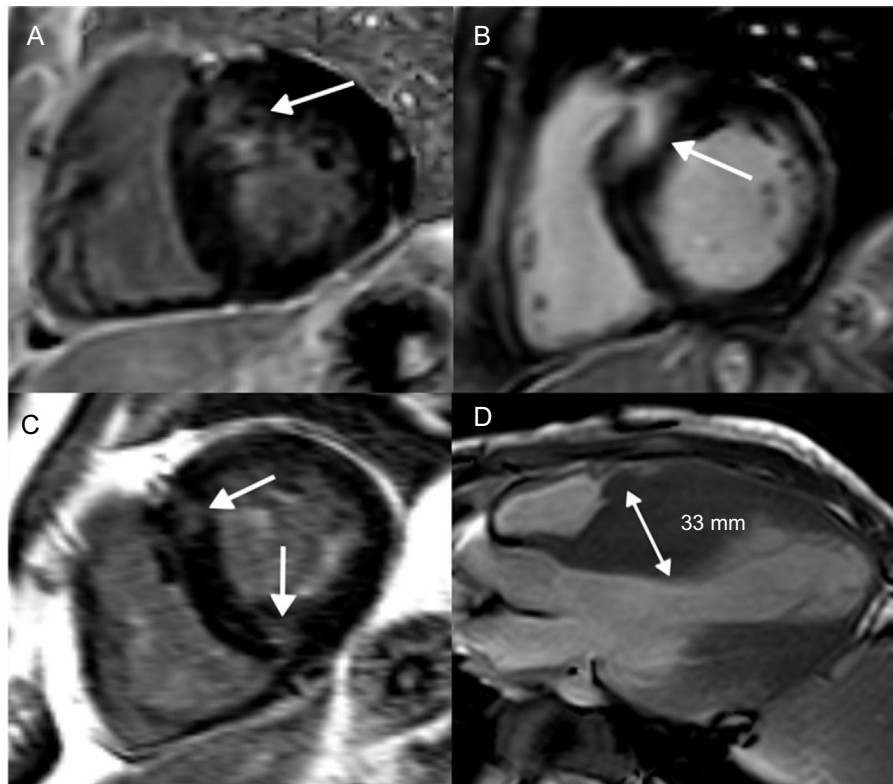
Fibrosis focal en la miocardiopatía hipertrófica. Cortes del ventrículo izquierdo de eje corto (A-C) y un corte apical de eje largo (D) que muestran distintos patrones de RTG y engrosamiento de la pared del VI en la miocardiopatía hipertrófica. A: engrosamiento basal y septal del VI y colocalización del RTG. B: localización basal y septal más extensa del RTG, lo que representa un mayor riesgo de MSC. C: RTG en las uniones anterior e inferior derechas del VI, lo que no se relaciona con un aumento del riesgo de MSC. D: patrón medioventricular de engrosamiento del VI, con un septo interventricular de 33 mm; tanto la hipertrofia medioventricular como el engrosamiento del VI ≥ 30 mm son marcadores del riesgo de MSC. MSC: muerte súbita cardiaca; RTG: realce tardío de gadolinio; VI: ventrículo izquierdo.
